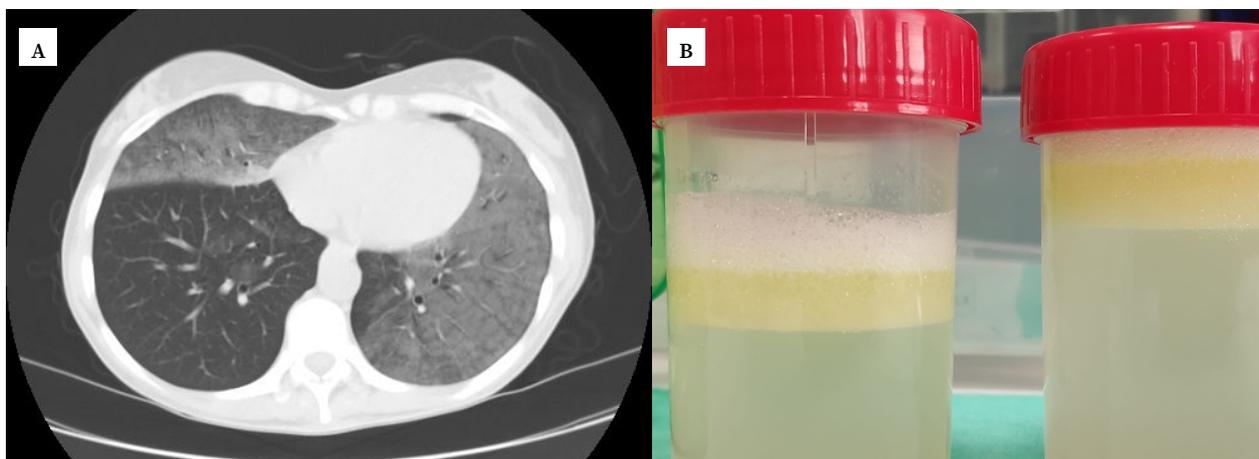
A. Tomografía axial computarizada. Se observan opacidades confluyentes bilaterales. B. Lavado broncoalveolar separado en dos fases inmediatamente tras su obtención.
